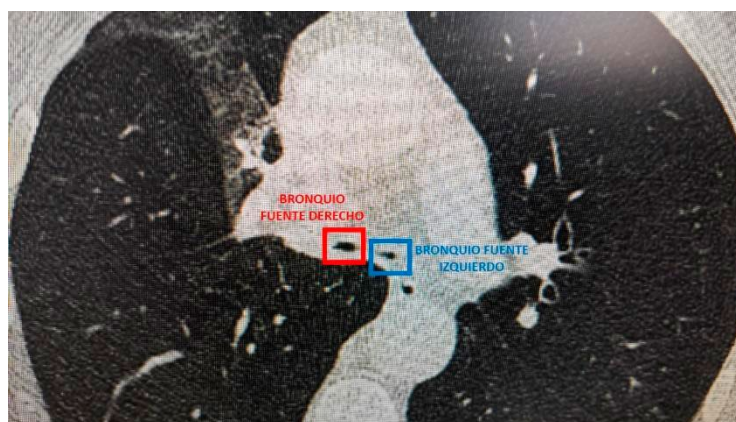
Tomografía computarizada de tórax corte axial: disminución de la luz de bronquios principales derecho (cuadro rojo) e izquierdo (cuadro celeste).
